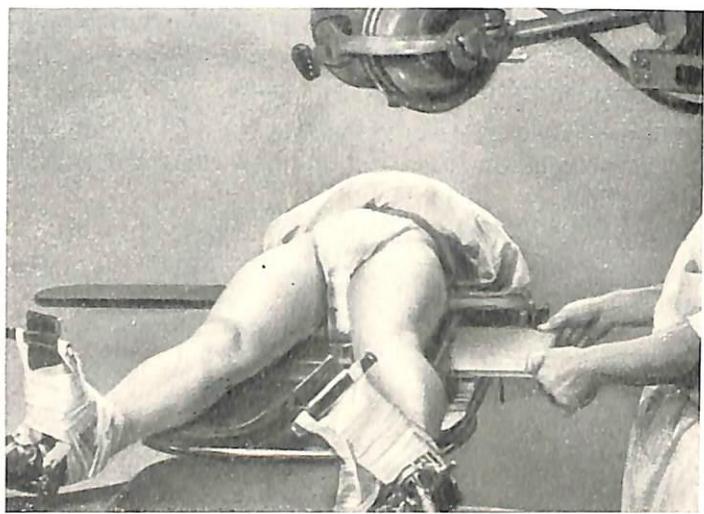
Установка рентгеновской трубки и положение кассеты при рентгенографии верхнего отдела бедра в переднезаднем направлении.
